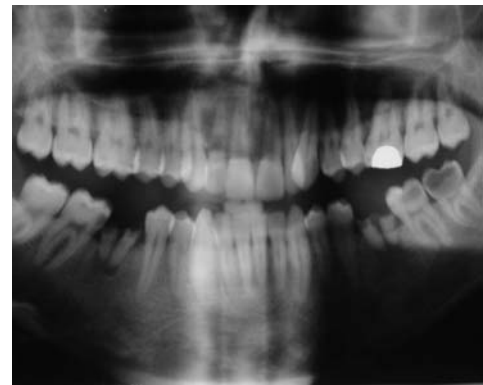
Orthopantomogramme : mauvais état buccodentaire.
